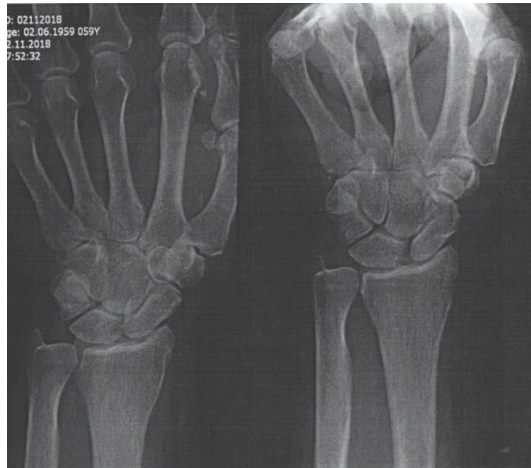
Рентгенограмма пациентки С., 59 лет, в стандартной прямой проекции и в прямой проекции с нагрузкой (сжатая в кулак кисть). На последней видно увеличение ладьевидно-полулунного диастаза
